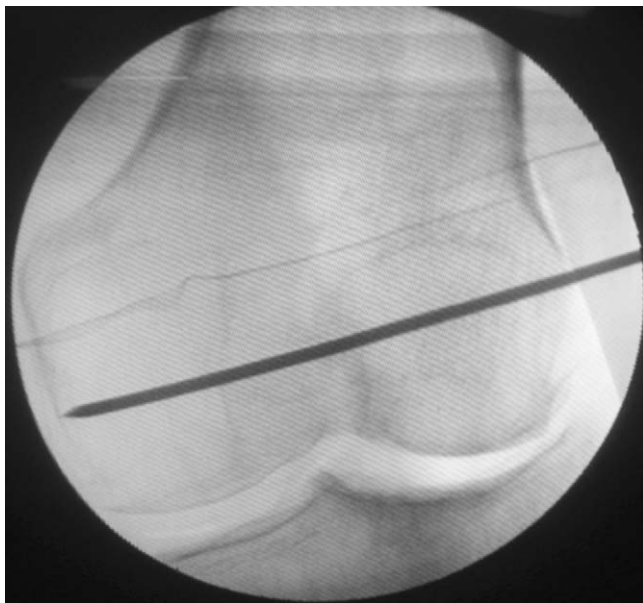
Radiographie peropératoire : la broche guide de la lame-plaque est insérée parallèlement à l'interligne.
